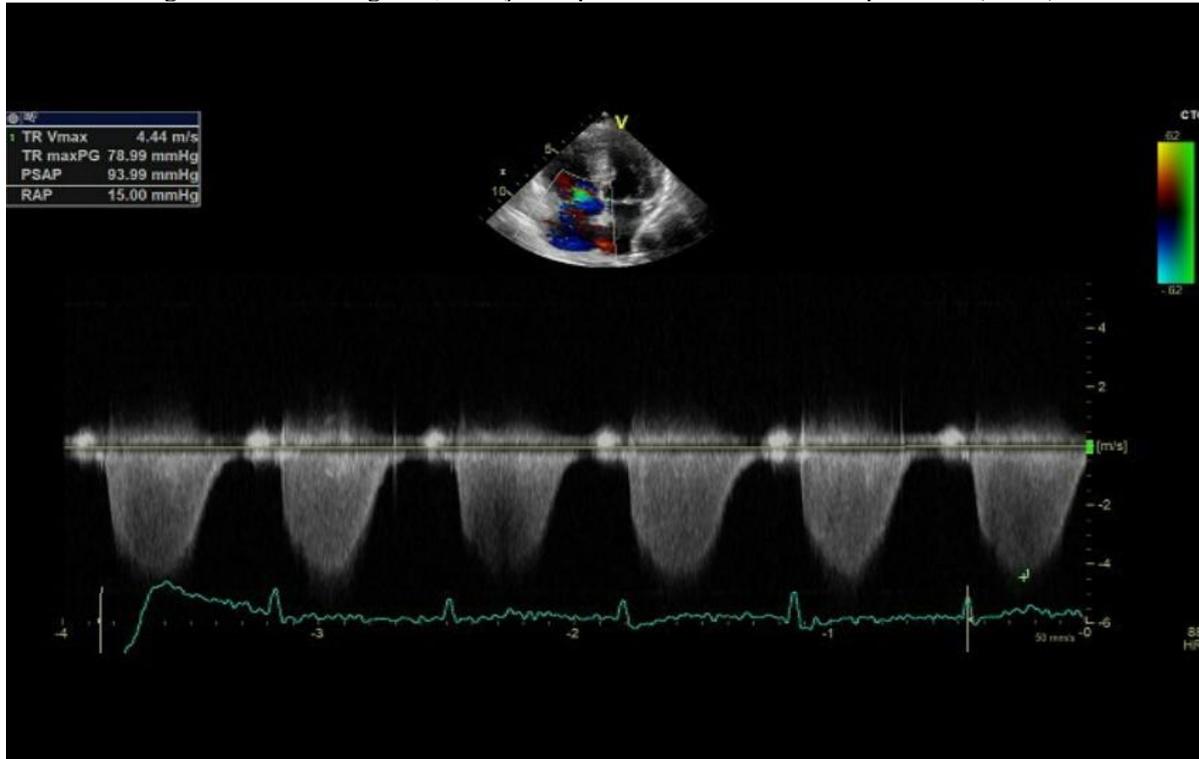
Ecocardiograma, apical de 4 câmaras.
